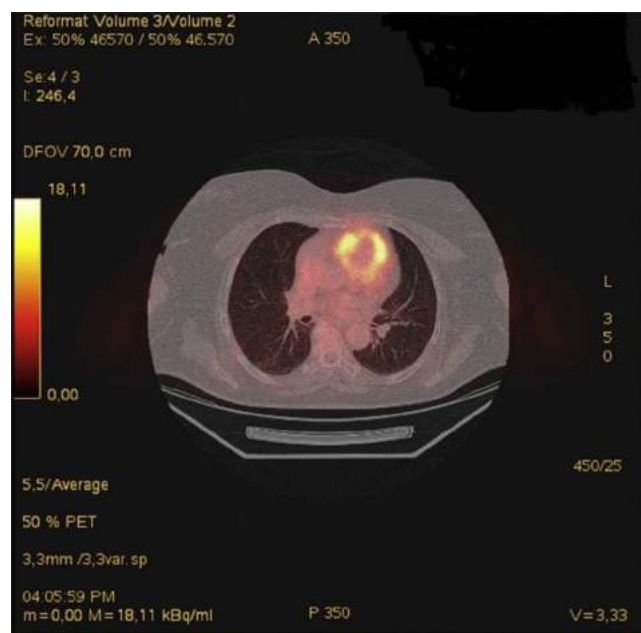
PET/TC destaca la lesión focal hipermetabólica (flecha azul) en el tronco de la arteria pulmonar, sugestiva de malignidad (sarcoma endoluminal).
